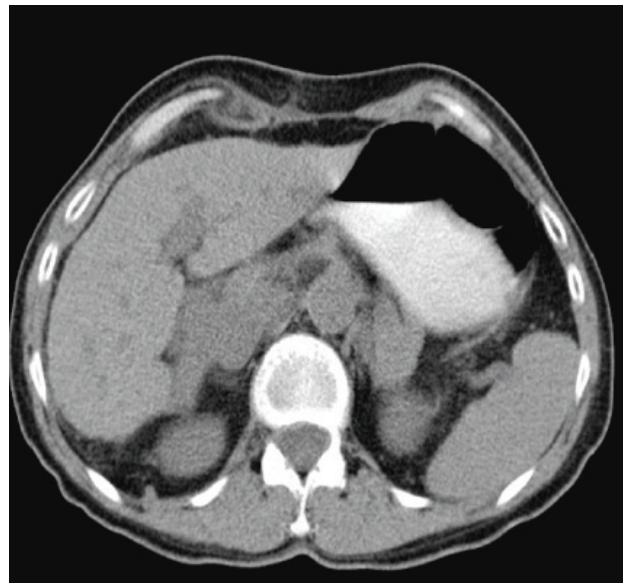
КТ-грамма больной А., 57 лет, через 2 месяца после операции
